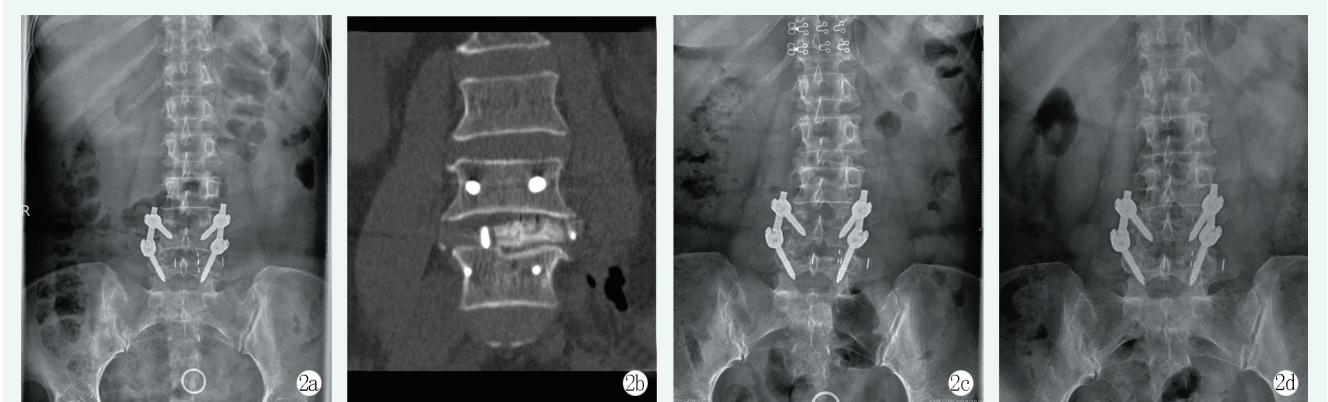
患者,女,56岁,L₄退行性滑脱症(II度),行斜外侧椎间融合后侧肌间隙通道下椎弓根螺钉固定。2a:术后腰椎正位片X线示腰椎生理弧度可,L_{4/5}椎间隙高度恢复良好,椎弓根螺钉在位,L₅椎体上终板损伤,椎间融合器部分位于椎体外侧;2b:术后腰椎CT平扫示L₅椎体上终板损伤,融合器部分位于椎体外侧;2c:术后2个月腰椎正位X线片,融合器向左侧移位,椎间隙高度部分丢失;2d:术后20个月腰椎正位X线片示与术后2个月相比,L_{4/5}椎间隙高度无进一步丢失,椎弓根螺钉在位良好,椎间融合器无进一步移位。
